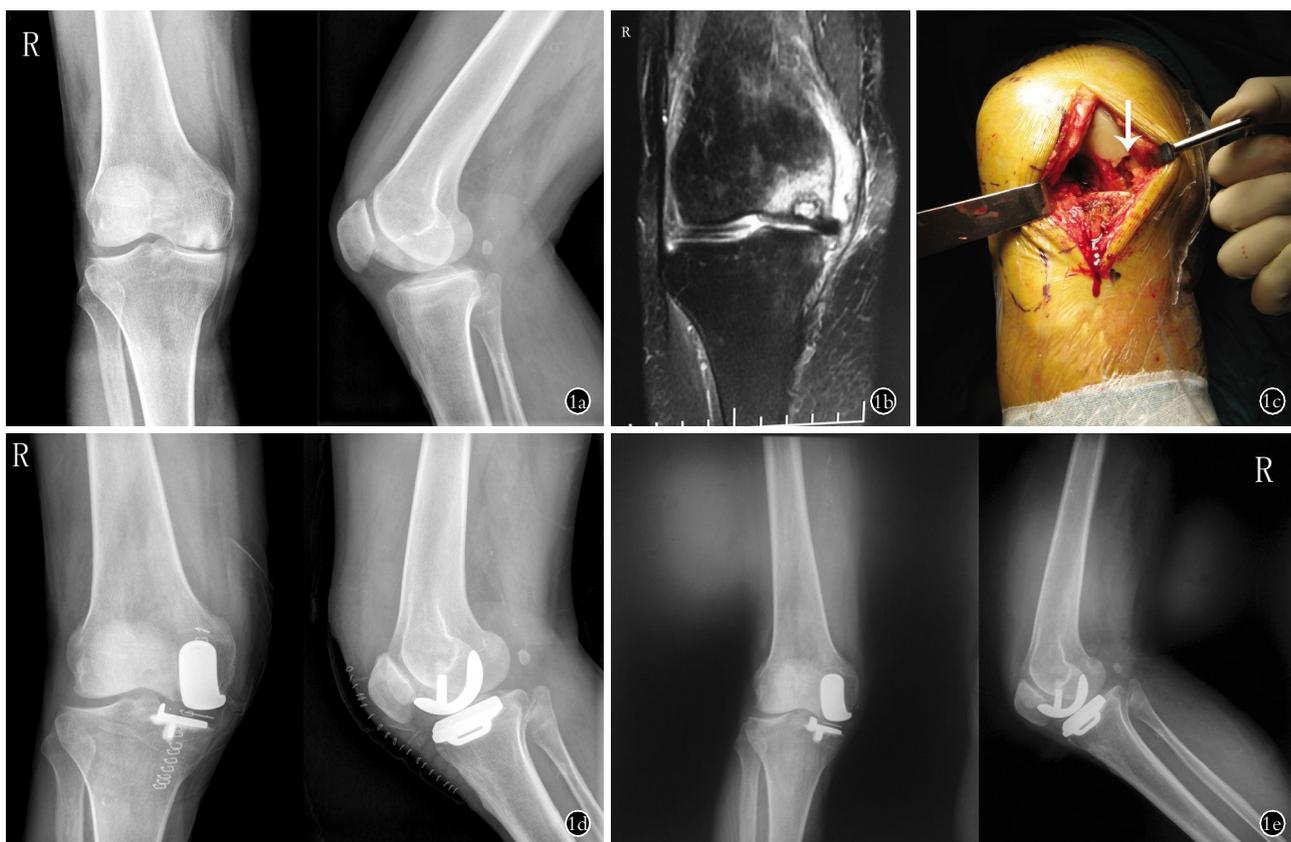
患者,男,78 岁,右膝关节自发性骨坏死 III 期 1a. 术前正侧位 X 线片示股骨内髁负重区软骨面塌陷,病灶周围硬化带形成 1b. 术前 MRI 示股骨内髁软骨下坏死病灶伴周围骨髓水肿 1c. 术中见股骨内髁坏死病灶(箭头所示) 1d. 术后 3 d 正侧位 X 线示假体位置良好 1e. 术后 6 个月正侧位 X 线示假体位置良好
